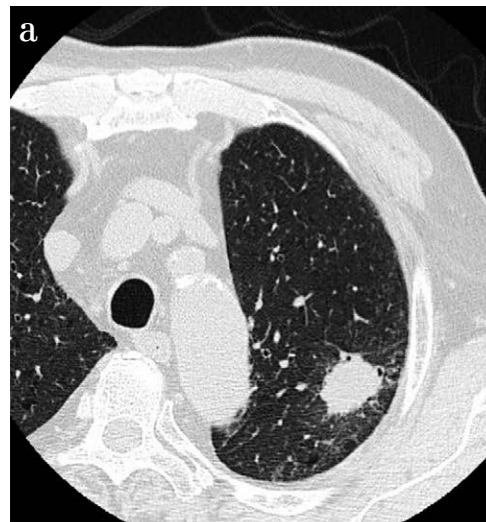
b 初診時胸部 CT。左 S1+2 に径 2cm (Fig. 9a)，左 S6 に 1.7cm の不整腫瘤 (Fig. 9b) を認めた
